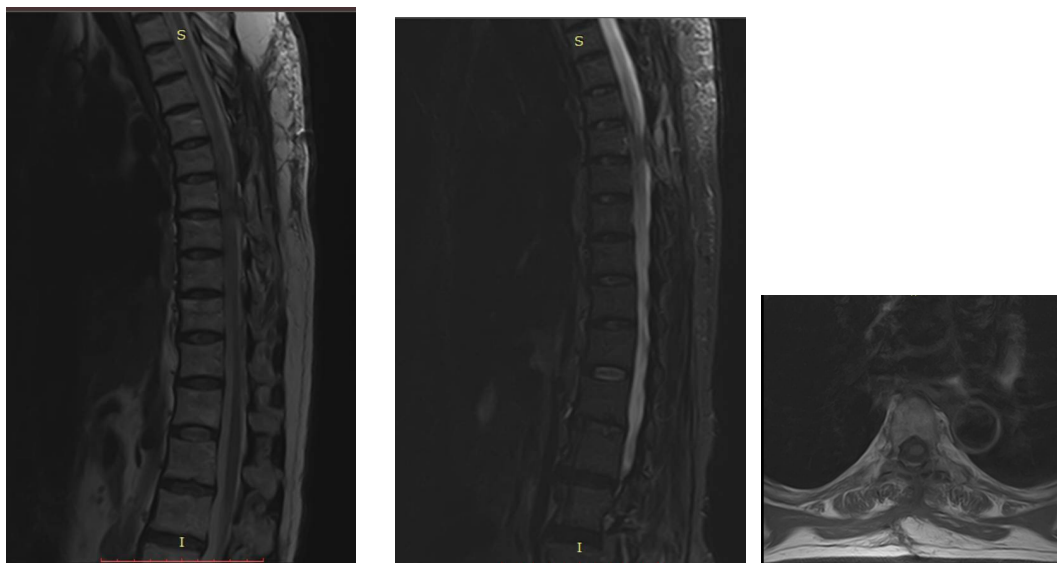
IRM Coupe sagittal T2 du contrôle post opératoire ; montrant une bonne décompression de la moelle dorsal et IRM en coupe axiale T1 sur le niveau décompresser avec exérèse totale
